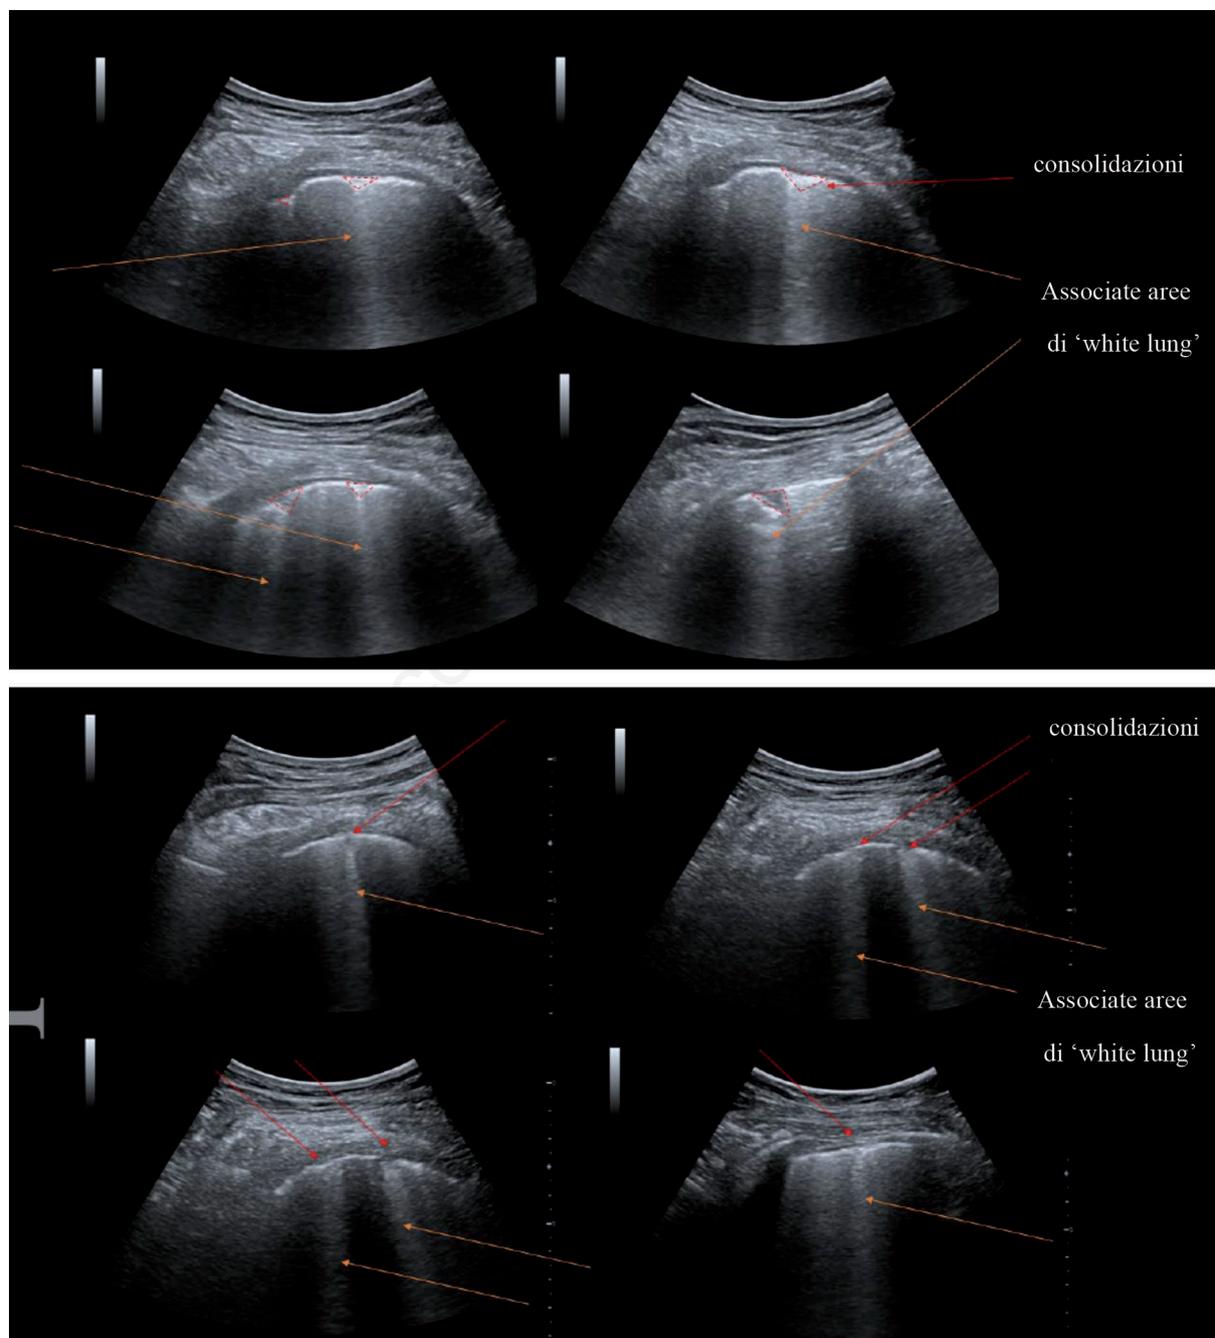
Aspetti ecografici polmonari suggestivi di infezione da COVID-19.
